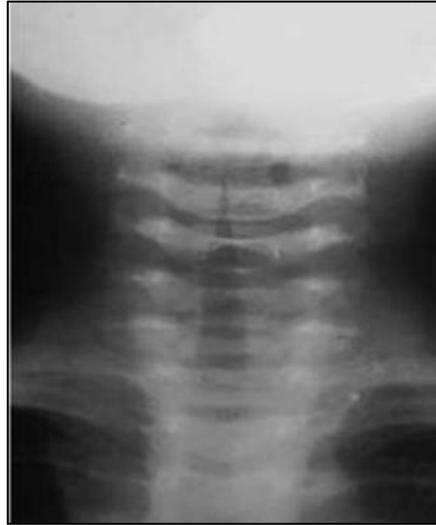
RADIOGRAFÍA PA CON ESTRECHAMIENTO SUBGLÓTICO, SIGNO DE AGUJA.
